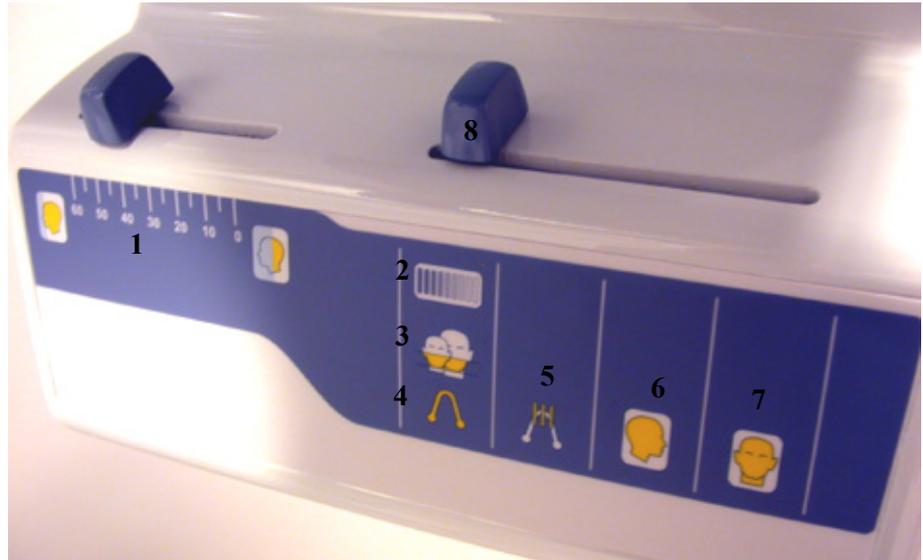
Testa radiografica
